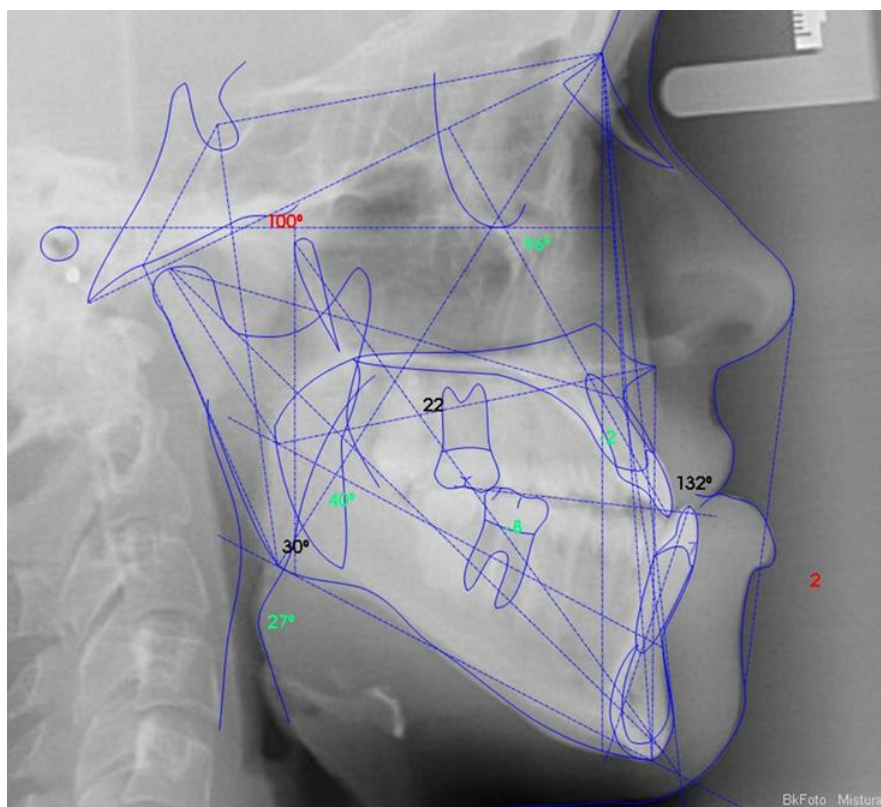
Telerradiografia de perfil com traçado Cefalométrico
